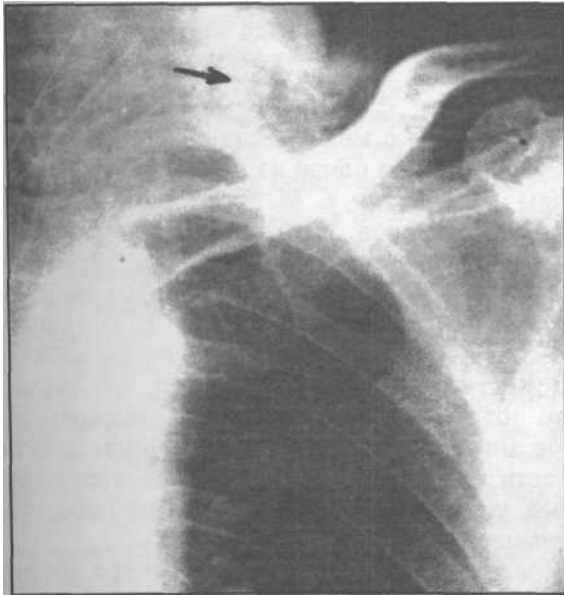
Рентгенограмма грудной клетки больного одонтогенным гнойным медиастинитом, вызванного анаэробной микрофлорой (стрелкой указаны пузырьки воздуха, которые находятся в верхнем отделе средостения).
